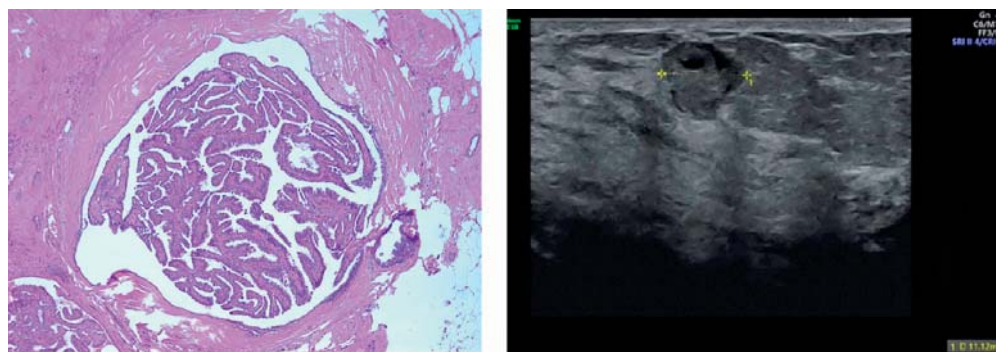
links: HE-Färbung einer papillären Läsion; rechts: sonographische Darstellung eines Papilloms
